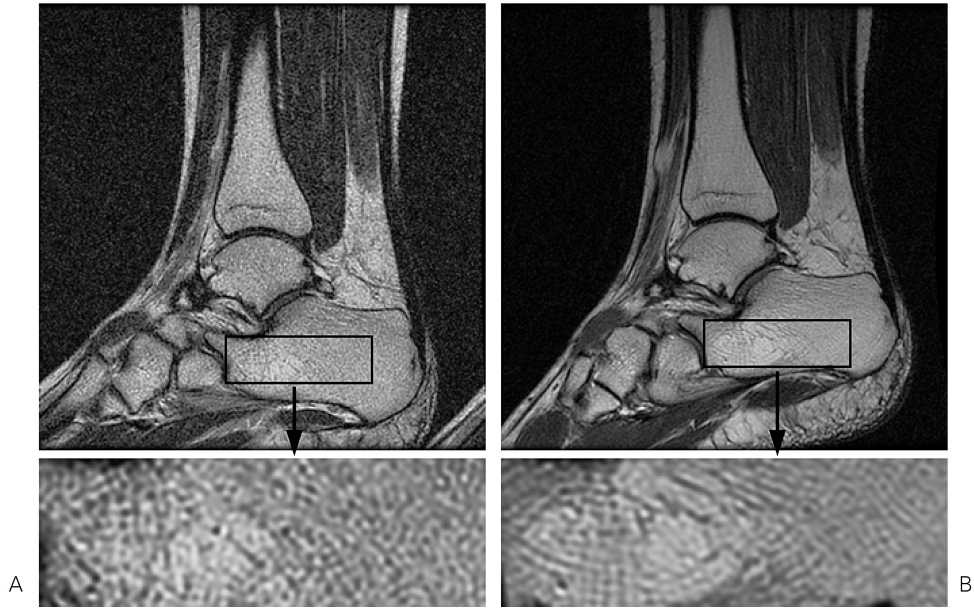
Sagittal T<sub>2</sub>-weighted FSE images with head coil of a healthy volunteer obtained at 1.5T MRI (A) and 3T MRI (B). The visibility of the calcaneal bone trabeculae is better in B than in A.
